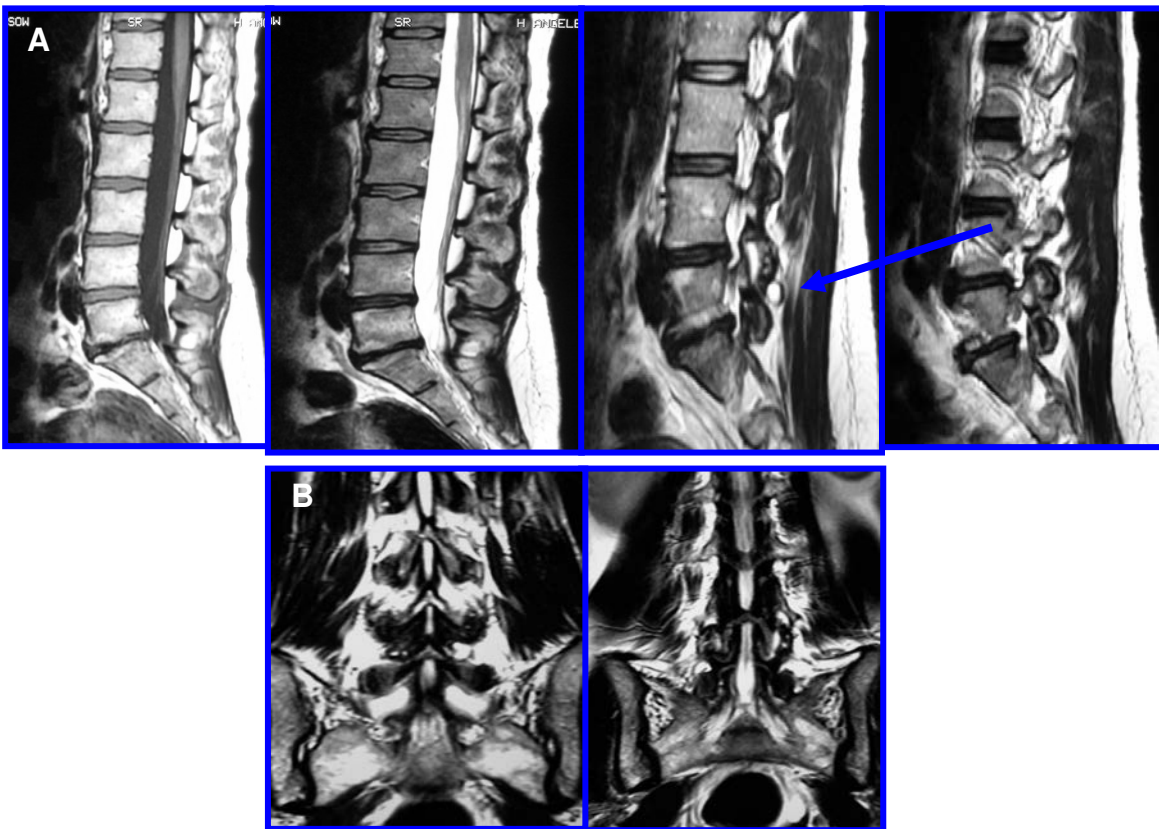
(A, B) La IRM muestra en fases de T1 y T2, en cortes axiales y coronales de la columna lumbar, la presencia de degeneración discal, en L4-L5, L5-S1, Pfirrmann IV y V respectivamente. Se observan datos de lesiones quísticas en las articulaciones facetarias de L5-S1 (señalado con la flecha) que se muestran hiperintensas en la IRM en fase T2.
